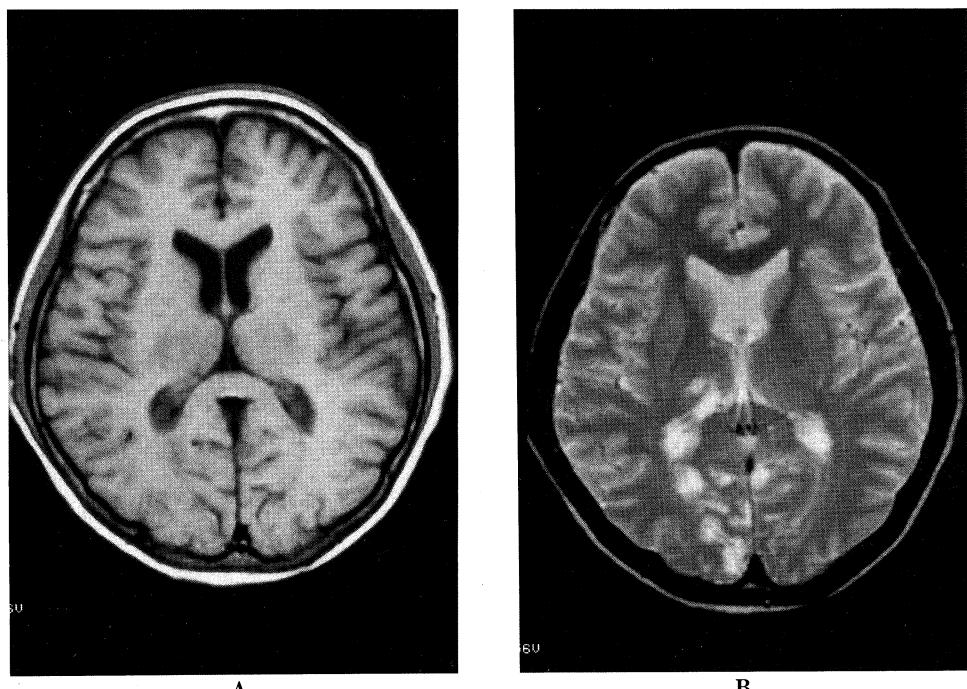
(A, B). An MRT T1 weighted image (A) shows slight low intensity lesions in the right thalamus and occipital lobe, and a T2 weighted image (B) shows high intensity lesions in the same locations.
